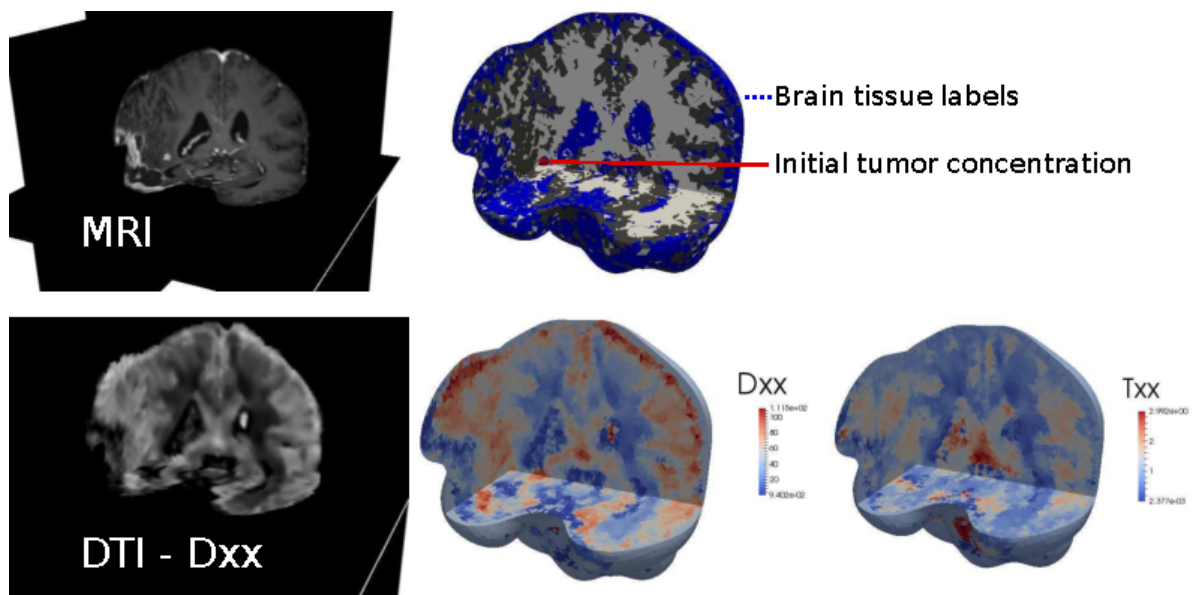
Dreidimensionale Rekonstruktion der MRT- (oben) und DTI-Daten (unten) mit entsprechenden Rechengittern. Im Bild oben rechts sind die weiße Substanz, die graue Substanz und die Zerebrospinalflüssigkeit („Gehirnwasser“) in den Farben weiß, grau und blau hervorgehoben. Die anfängliche Verteilung des Tumors ist in braun dargestellt. Die Bilder in der unteren Reihe stellen die bevorzugten Ausbreitungsrichtungen des Tumors dar.
